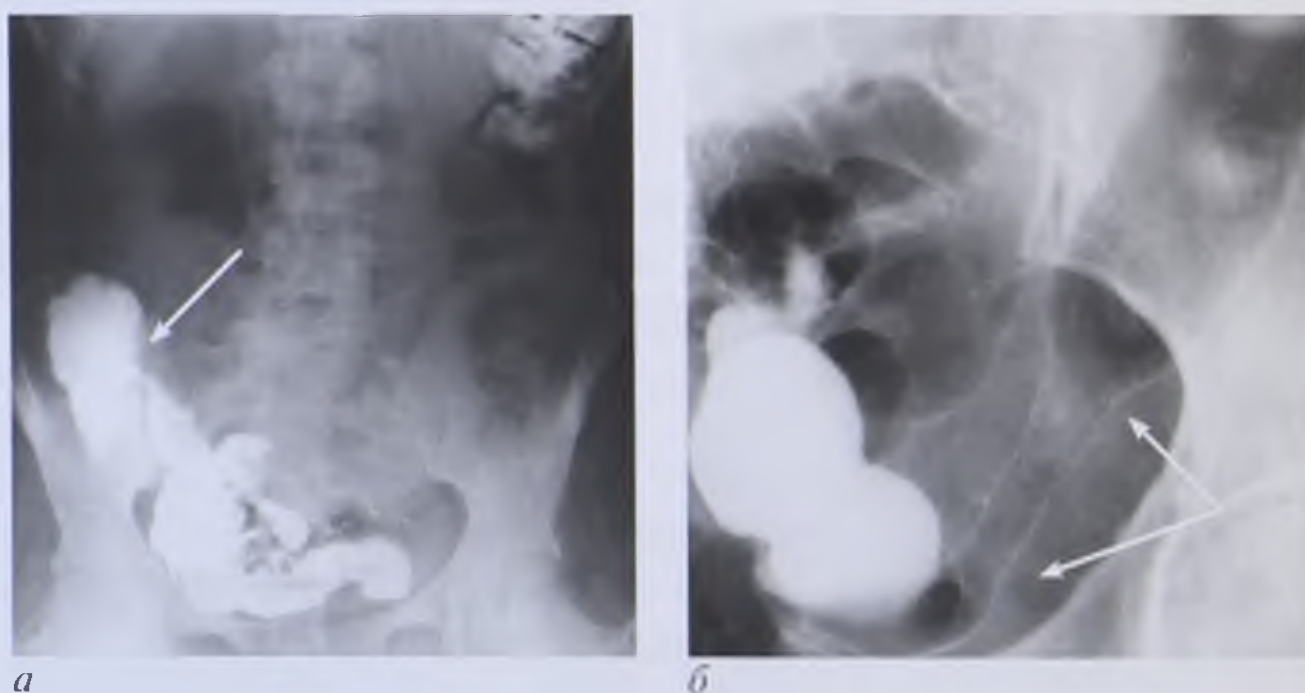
Рентгенограммы. Болезнь Крона: *а* — поражен терминальный отдел тонкой кишки (стрелка); *б* — поражен дистальный отдел нисходящей ободочной кишки (стрелки)
